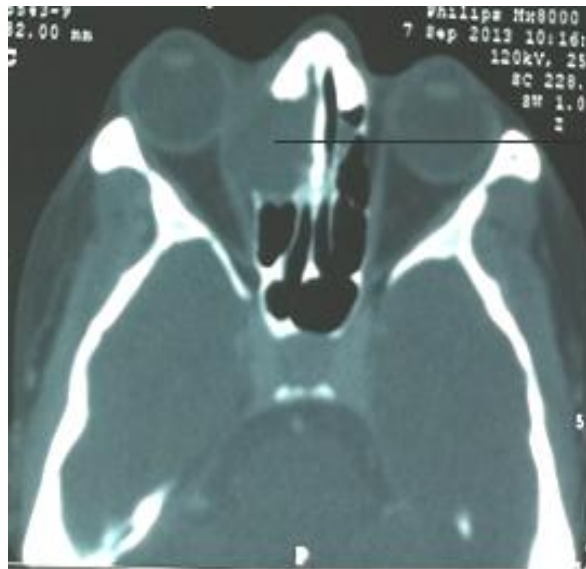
TDM faciale en coupe axiale montrant une mucocèle fronto-ethmoïdale gauche laminant la paroi inférieure de l'orbite avec un refoulement important du globe et du nerf optique. Iconographie CHU Hassan II Fès.
